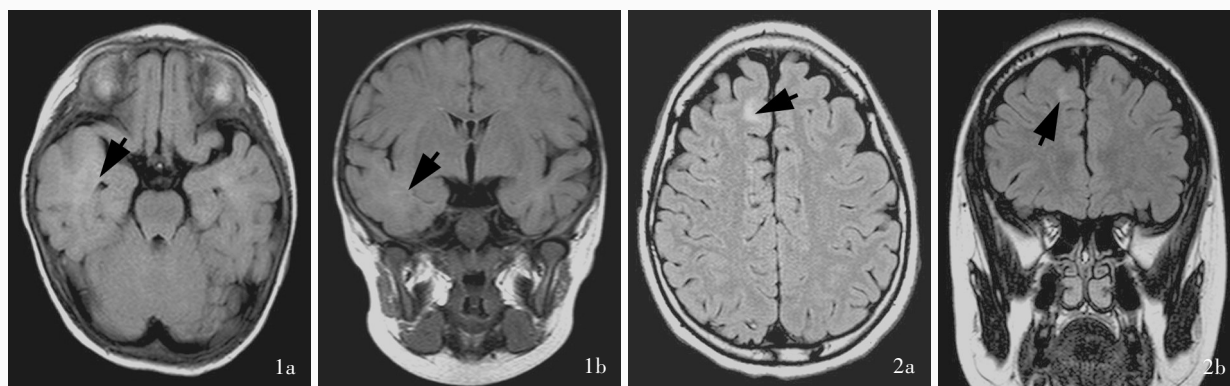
例1头部MRI检查显示,右侧颞叶大片状等或稍高信号影(箭头所示),边界模糊,邻近脑回稍肿胀,脑沟变浅 1a 横断面FLAIR成像 1b 冠状位FLAIR成像 图2 例2头部MRI检查显示,右侧额上回小片状高信号影(箭头所示),边界尚清晰 2a 横断面FLAIR成像 2b 冠状位FLAIR成像
